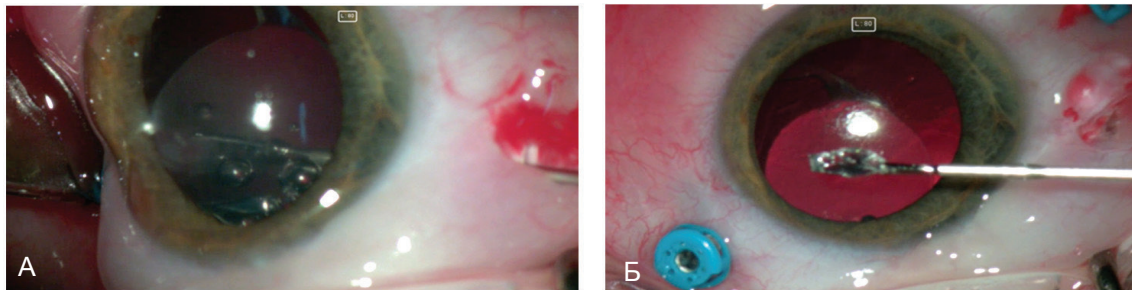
Інтраопераційна візуалізація скляного внутрішньоочного стороннього тіла (ВОСТ). А) Захват ВОСТ пінцетом при склерокомпресії в проекції розташування стороннього тіла, за даними КТ. Б) Видалене скляне ВОСТ.
